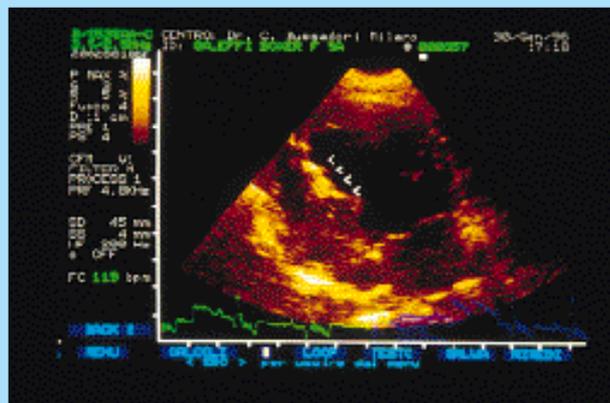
Ecocardiografia bidimensionale scansione quattro camere: la freccia indica una zona di fibrosi nella porzione inferiore del setto interventricolare dove è localizzato il pallino da caccia.
